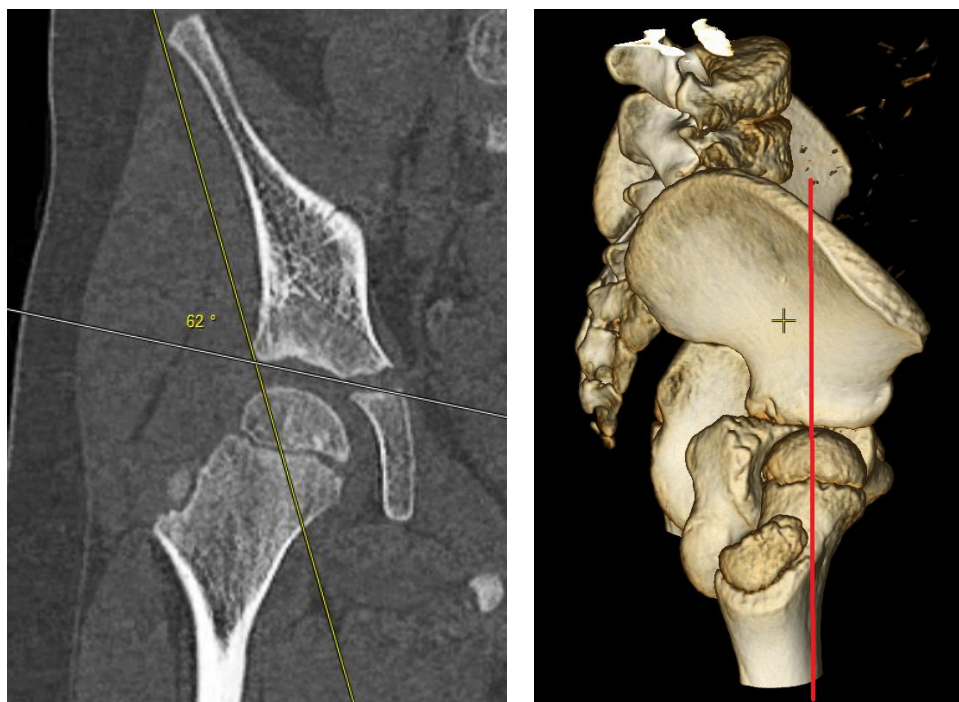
КТ срез сустава во фронтальной плоскости и 3D модель. (Исследование выполнено по поводу другого заболевания у более старшего ребенка.) Красная линия показывает, как проводился срез во фронтальной плоскости. Базовая линия относительно вертикальная. Нормальные угловые соотношения в суставе.
